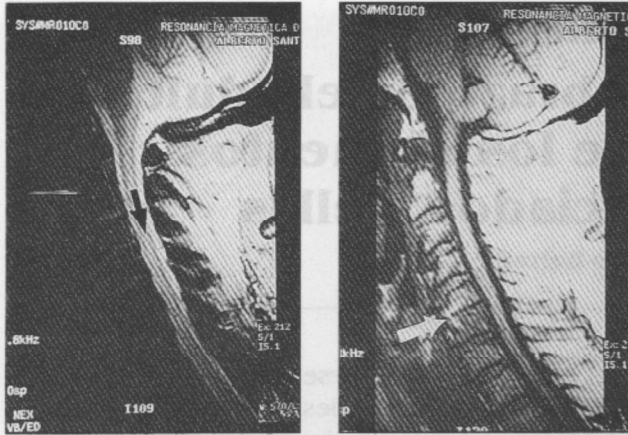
y Fig. 4b Resonancia magnética post-operatoria.
